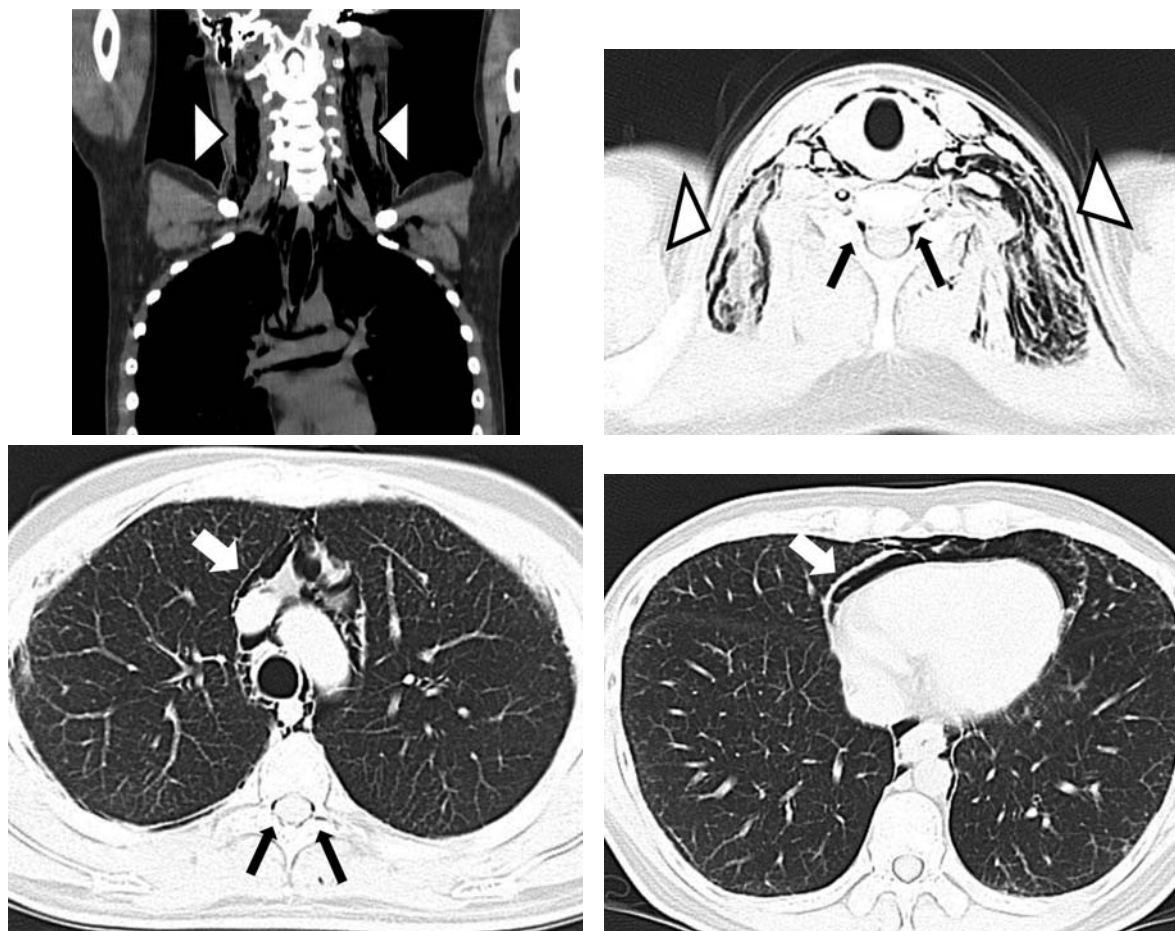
CT of thorax revealed subcutaneous emphysema ($\triangle$), extensive mediastinal air (white arrow), and intraspinal air accumulation (black arrow).
